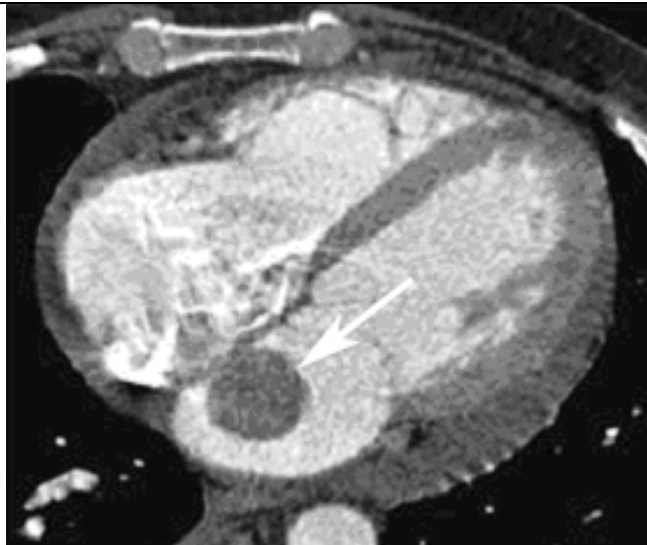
Melanommetastase im CT
